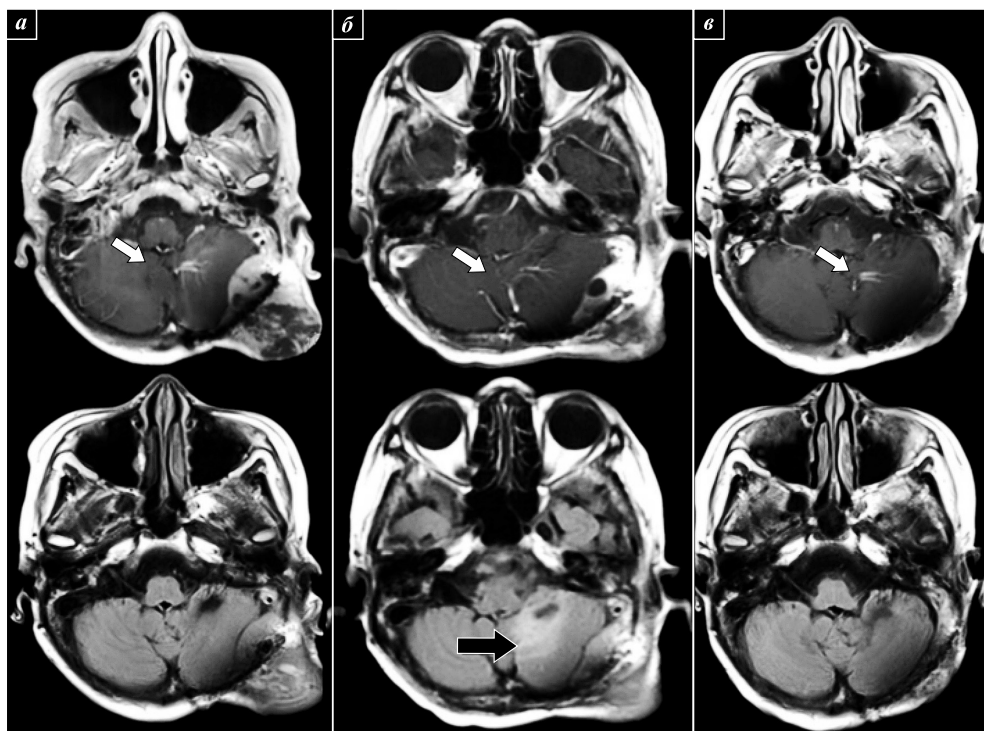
МРТ головного мозга пациента за 1 мес. до БНЗТ (а), через 4 дня (б) и через 3 мес. (в) после БНЗТ; сверху – контрастная МРТ, снизу – МРТ в режиме FLAIR. Белые стрелки указывают на случайную находку венозной ангиомы. Опухоль регрессировала, однако усилился перифокальный отек мозжечка – черная стрелка [464]
